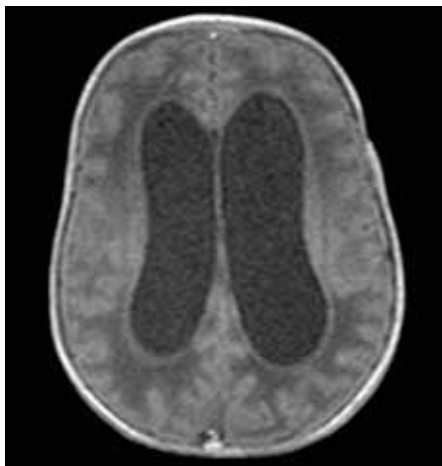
Cerebral computed tomography
